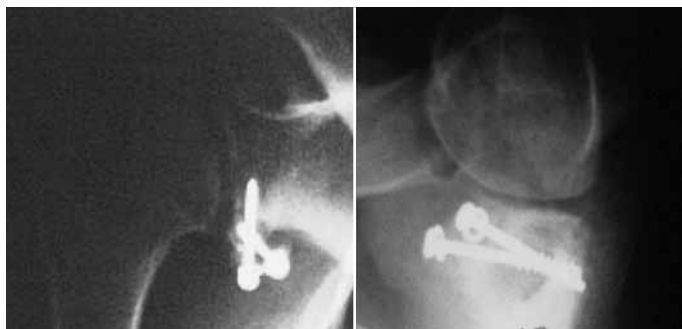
Radiografia simples nas incidências AP corrigido e Bernageau demonstrando o posicionamento incorreto dos parafusos devido ao posicionamento incorreto do enxerto (mais inferior do que se deveria posicionar).
